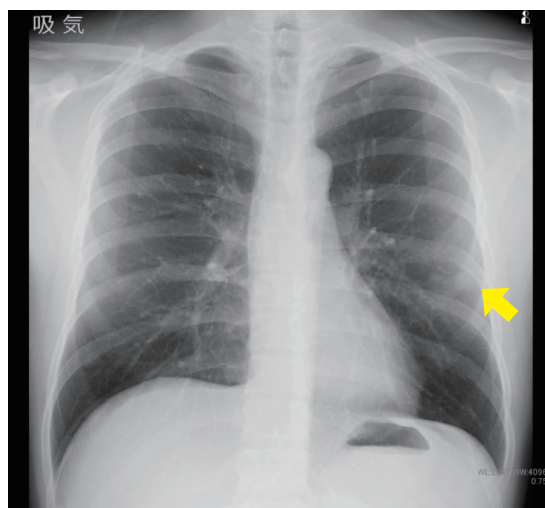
胸部単純X線写真にて左下肺野に長径約14mm大の結節影を認めた。
